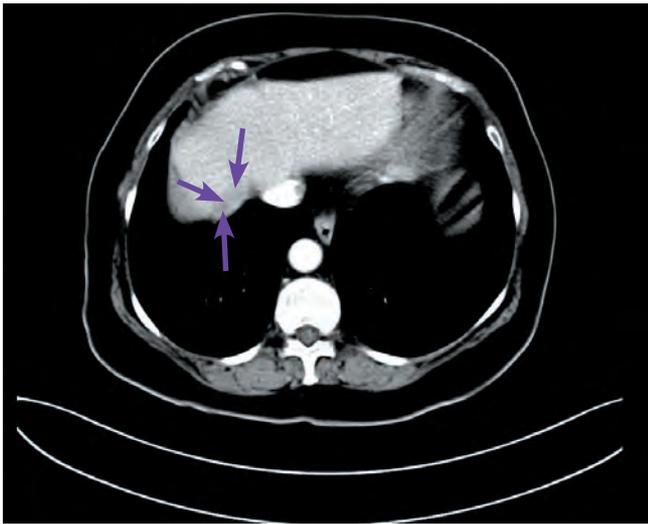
Компьютерная томография метастаза по капсуле печени после окончания химиотерапии 2-й линии
